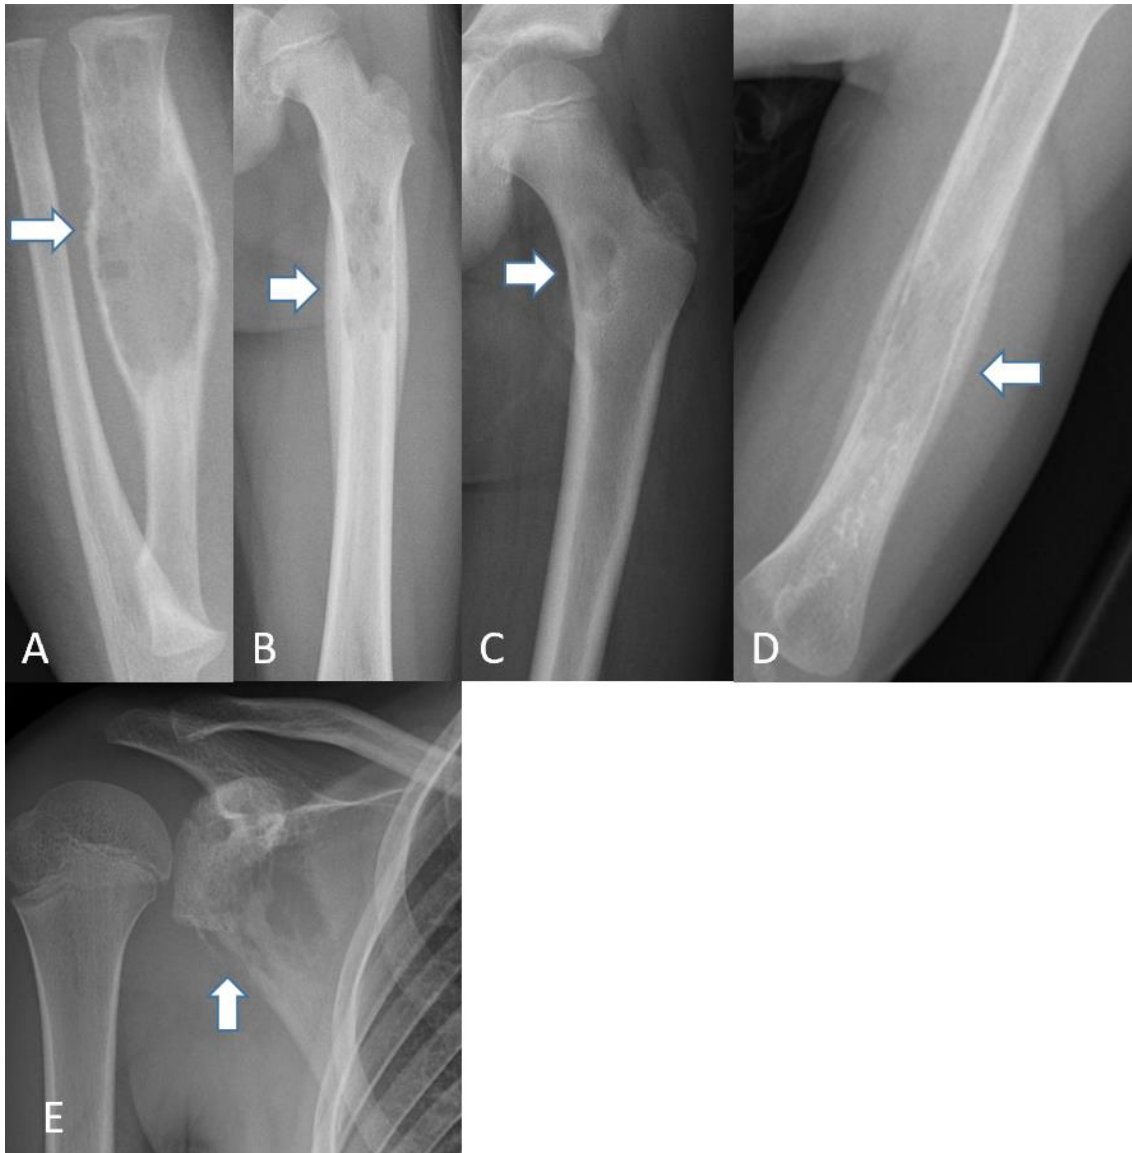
Typische Bildbeispiele zur Röntgenmorphologie von LCH-Herden unterschiedlicher Patienten.
